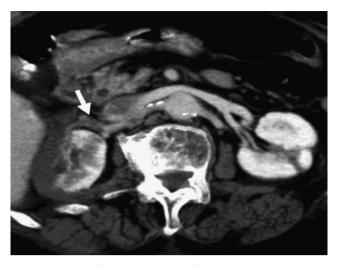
Reconstrucción axial de tomografía computarizada-angiografía que demuestra un defecto de repleción (flecha) secundario a trombosis en la rama prepiélica de la arteria renal derecha.
